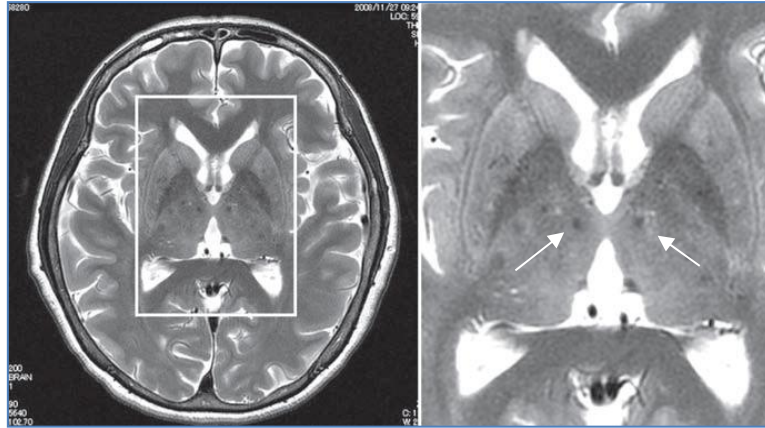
IRM des lésions sténo-occlusives dans le Moyamoya
